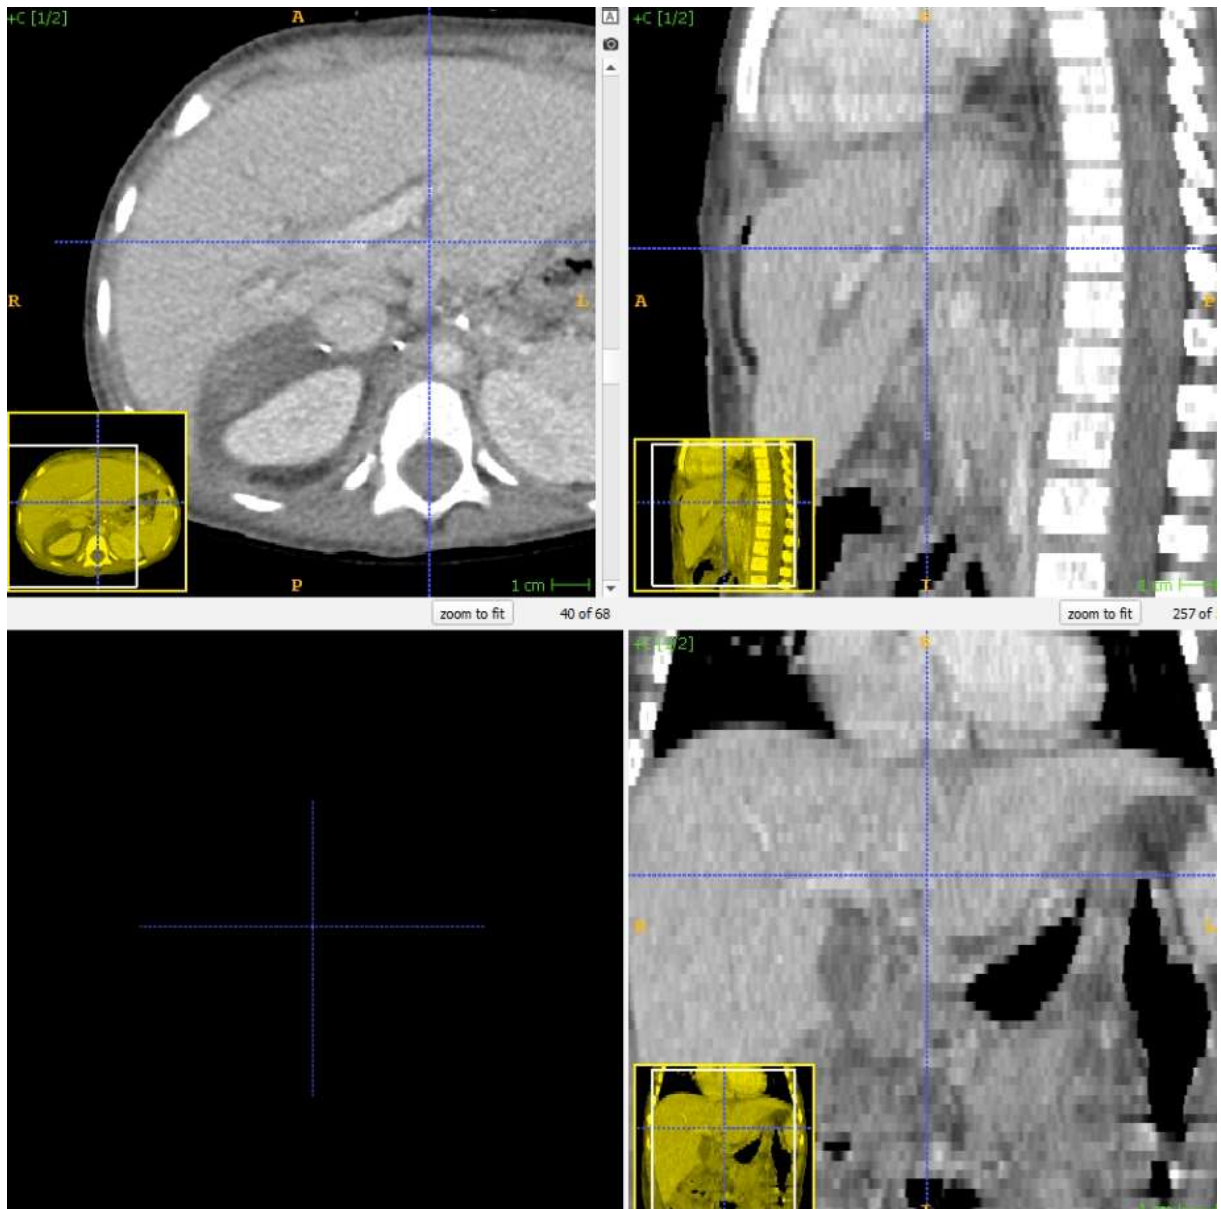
TK przedoperacyjne przykładowego pacjenta z grupy I: 4-letniej dziewczynki z ogromnym guzem nadnercza prawego, z obecnością jednego IDRf-encasement szypuły naczyniowej nerki prawej.
